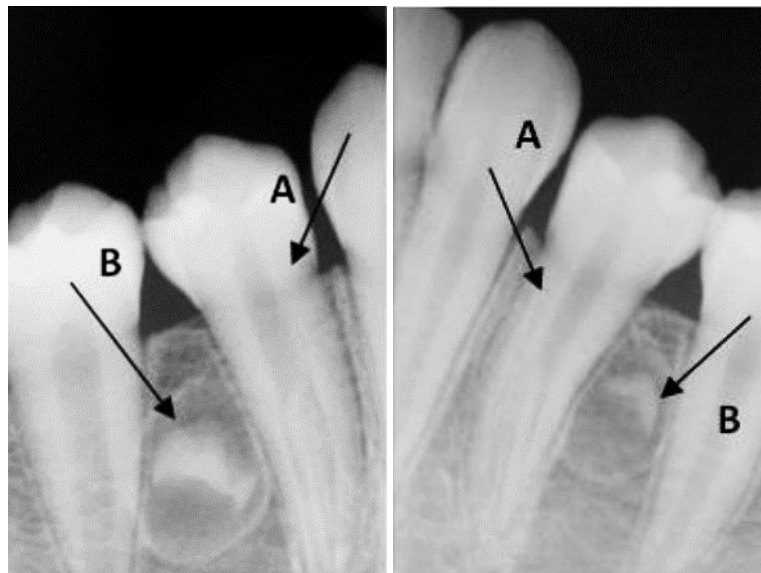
Radiographies panoramique et rétroalvéolaires d'un patient ayant 34 et 44 taurodontiques (A) et des dents surnuméraires (B) (324).
